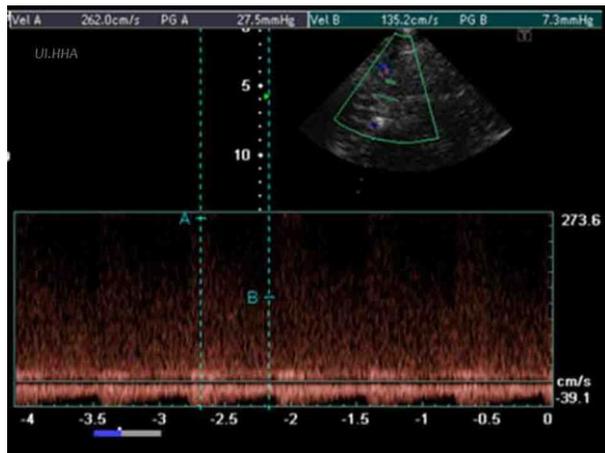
A. Estudio de Imagen por Resonancia magnética. Infarto estriatocapsular izquierdo. B. Angio-tomografía helicoidal multicorte. Estenosis del segmento proximal (M1) de la arteria cerebral media (ACM) izquierda. C. Doppler transcraneal. Aumento de las velocidades de flujo con pérdida del patrón laminar en el segmento M1 de la ACM izquierda.
